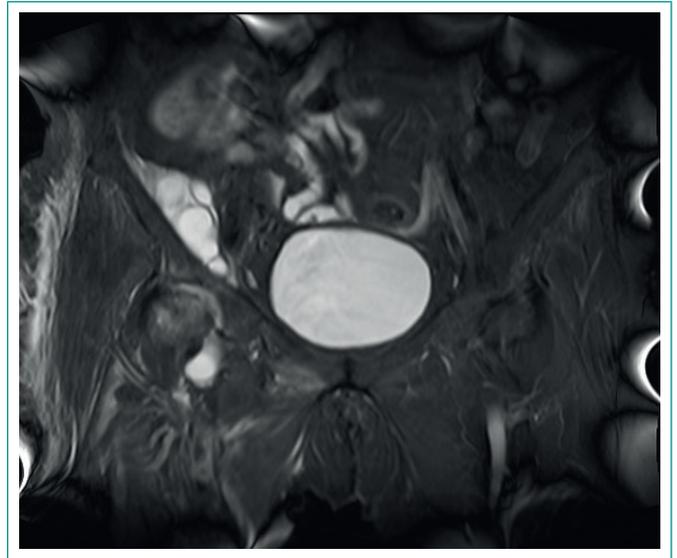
Vista coronal de resonancia magnética pélvica y de cadera con imagen ponderada en T1 que muestra evidencia de extensión proximal y distal del quiste sinovial del lado derecho y relación con la cavitación pélvica y sus respectivas estructuras.
